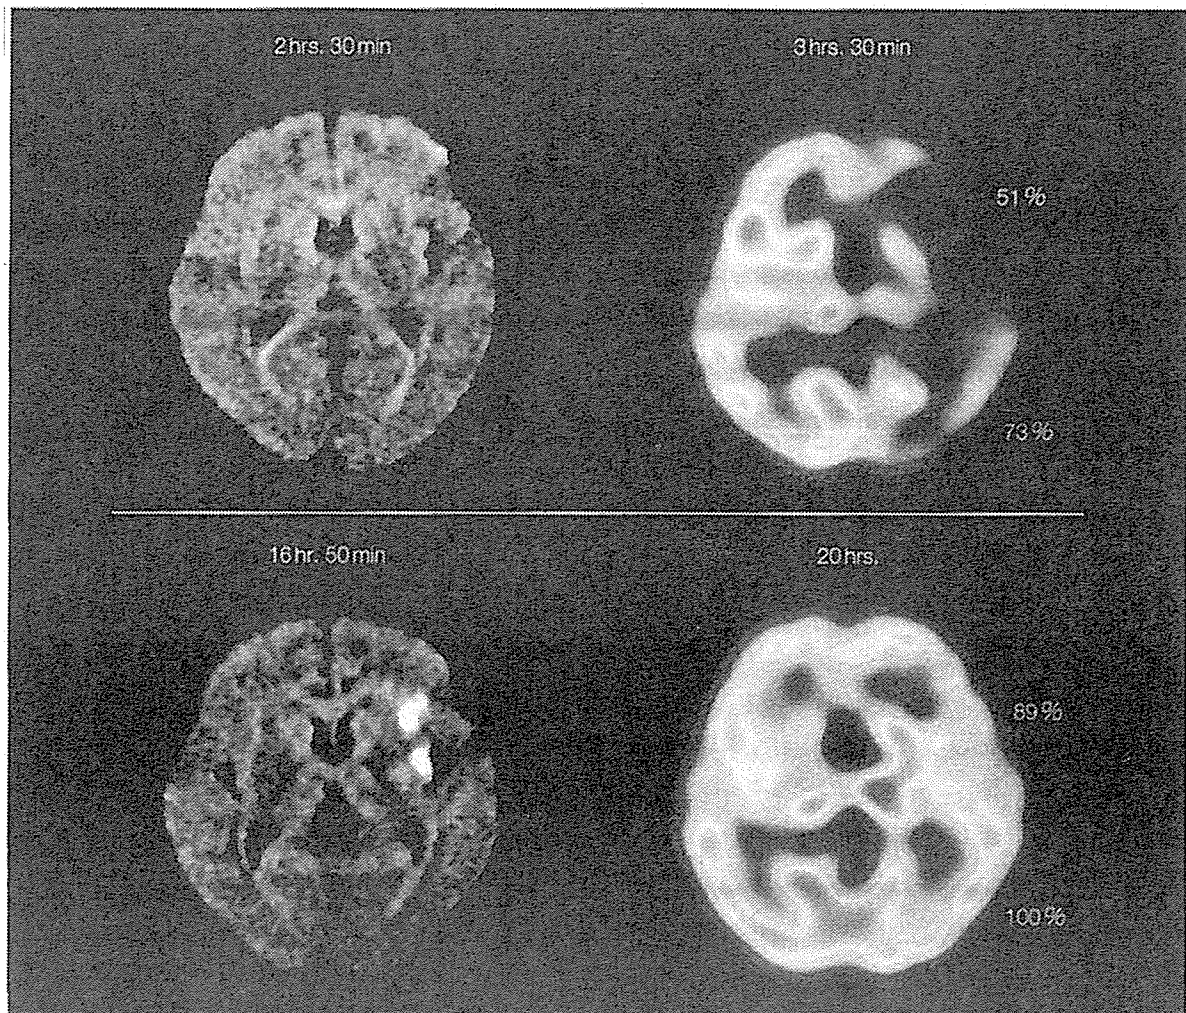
58歳，男性，左中大脳動脈（MCA）閉塞症（心原性脳塞栓症）：DWIと ^{99m}Tc -HMPAO SPECTによる虚血性ペナンプラの診断
